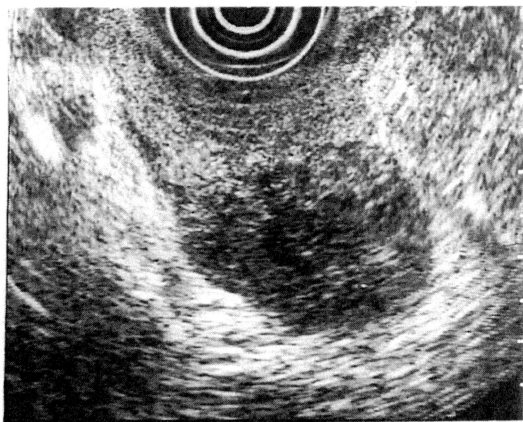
EUS 膵尾部に低エコー腫瘤を認める。辺縁は凹凸不整であり内部には点状高エコーを多数認める。
